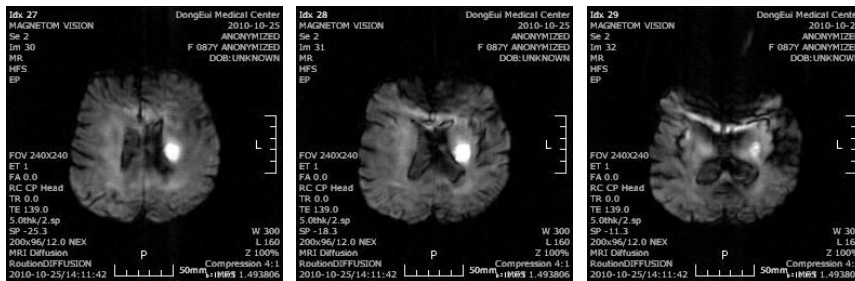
Brain-MRI in October 25th, 2010.
